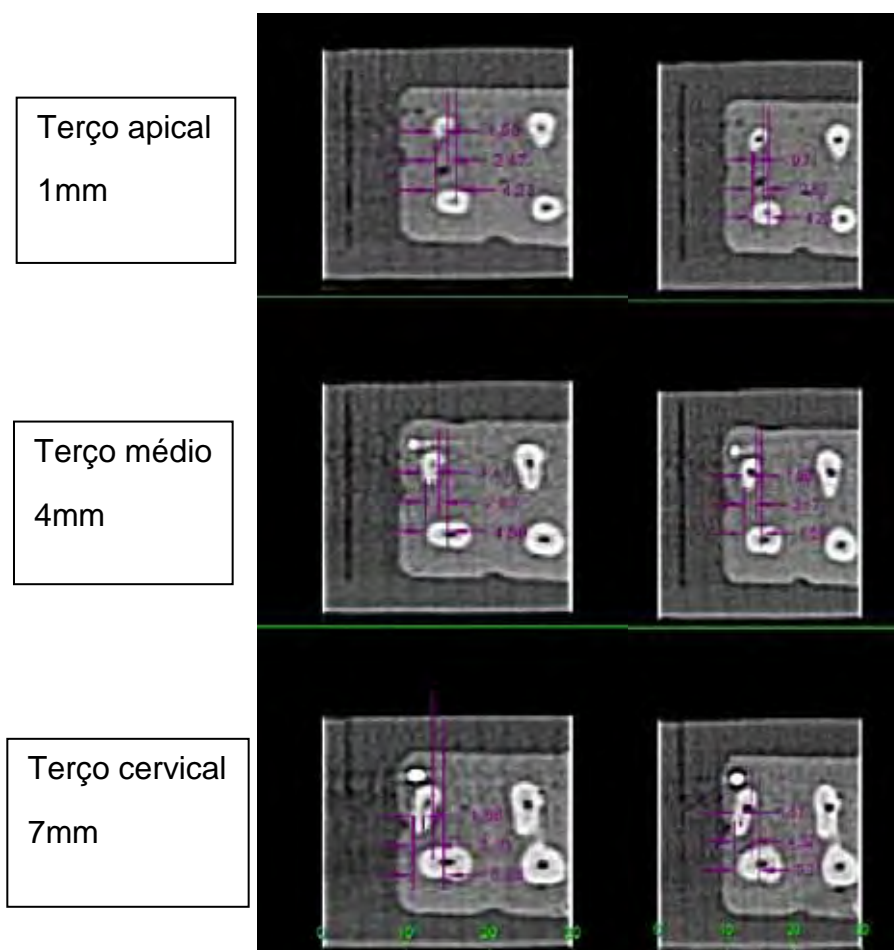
Tomografia computadorizada do dente antes e depois do preparo do canal méso-vestibular, com as mensurações feitas no sentido méso-distal, nos terços apical, médio e cervical da raiz.
